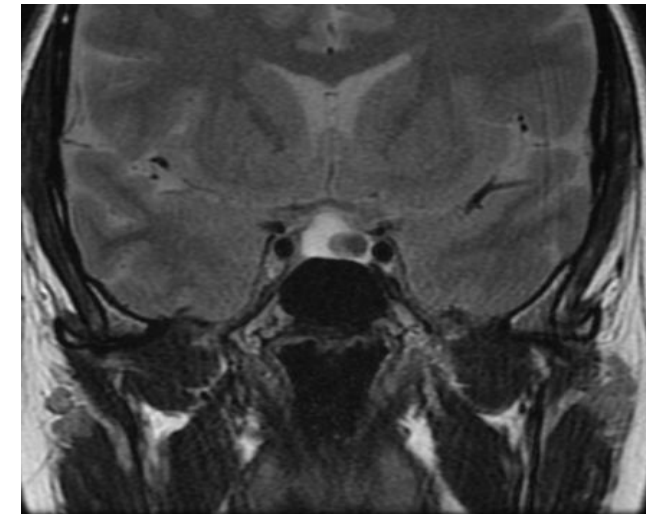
RM T2 coronal que muestra lesión selar con extensión supraselar , hiperintensa en T2 con nódulo hipointenso en su interior, característico de quiste de la bolsa de Rathke.
